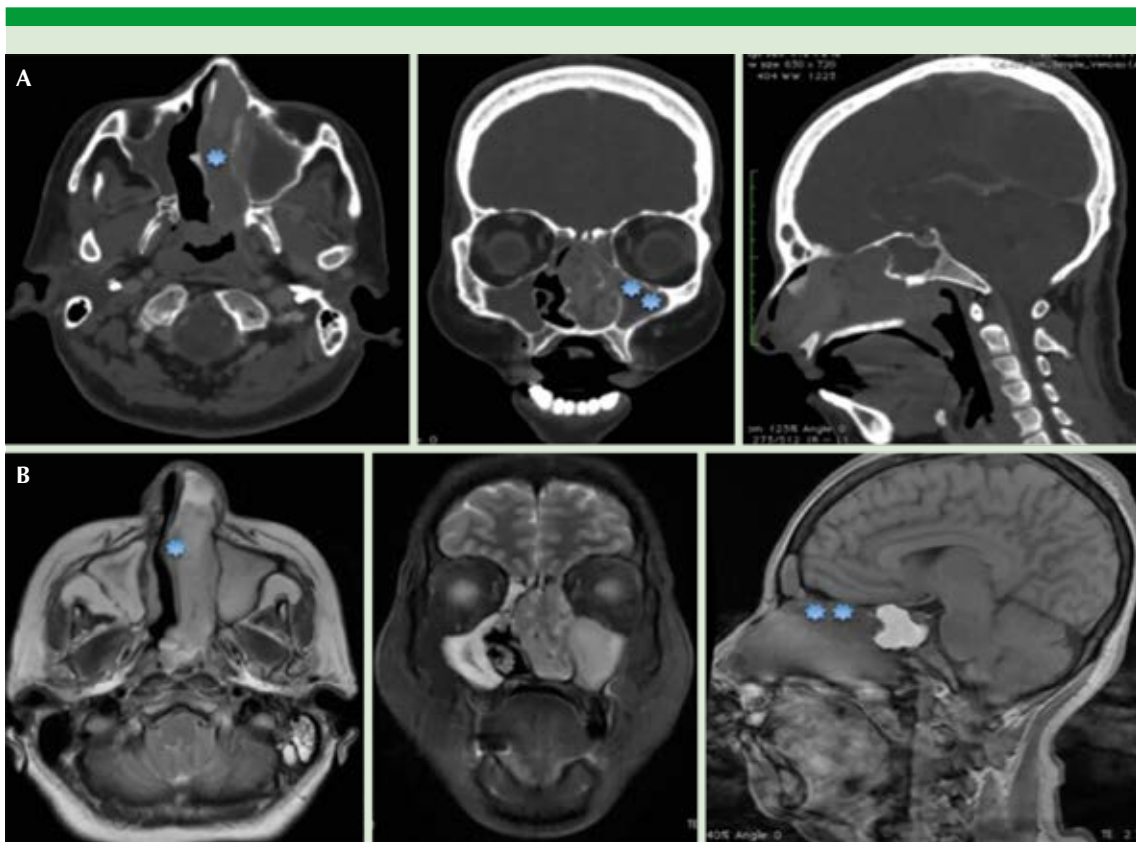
Estudios de gabinete. A. Tomografía contrastada en corte axial, coronal y sagital (de izquierda a derecha) que muestra el tumor que abarca la totalidad de la fosa nasal izquierda (*) y el seno maxilar ocupado por secreción (). B. Resonancia magnética en T2 corte axial y coronal y T1 en corte sagital. La tumoración invade el tabique en el área II de Cottle (*), en contacto con la hendidura olfatoria () sin invasión al encéfalo.
